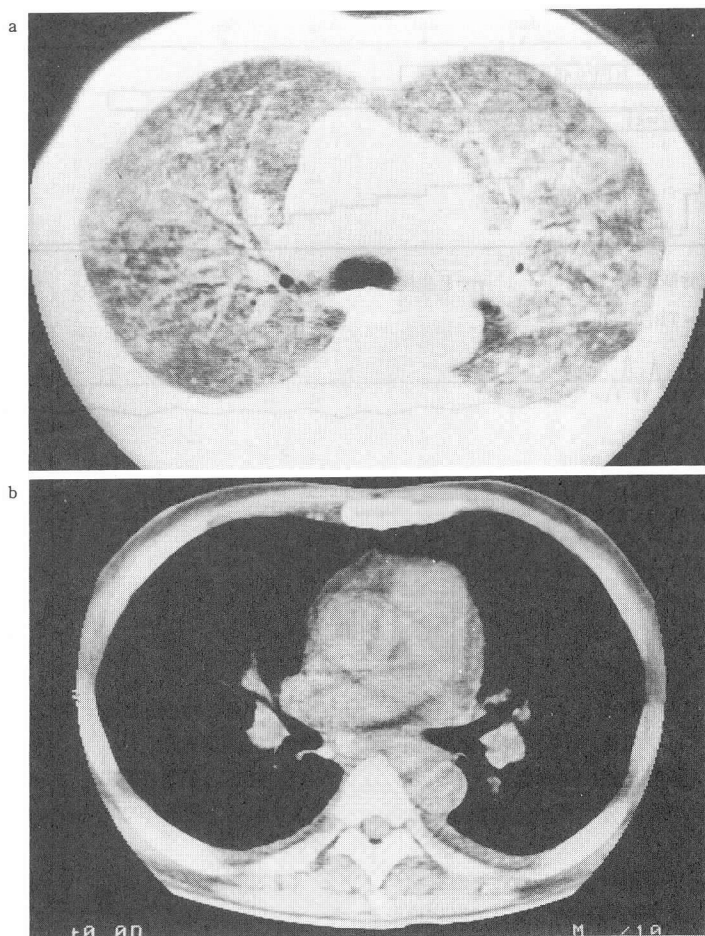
Computed tomogram of thorax on admission shows an increased lung density and patchy fluffy shadows sparing subpleural areas (a), bilateral pleural effusion and mediastinal lymph node swelling (b).
